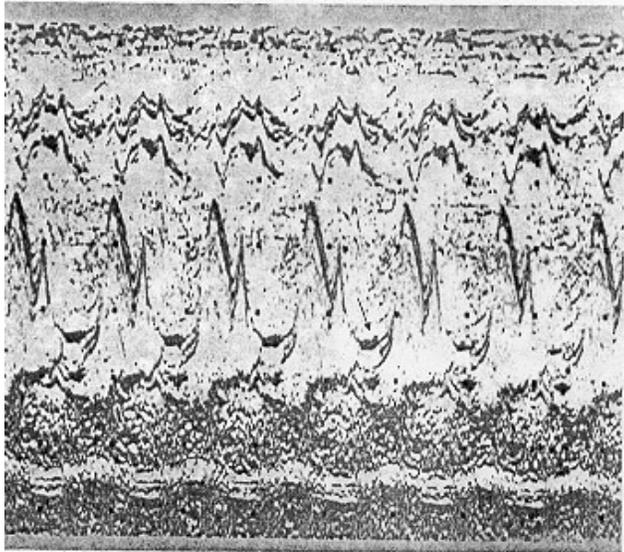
Ecocardiograma mostrando prolapso mitral bivalvar holossistólico.
